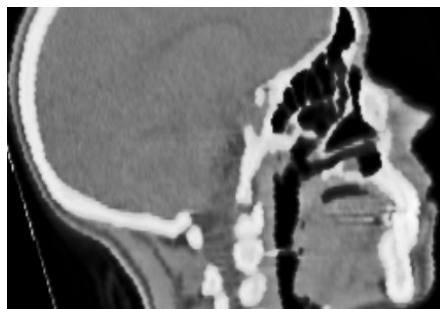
CT Querschnitt eines Kopfes*
